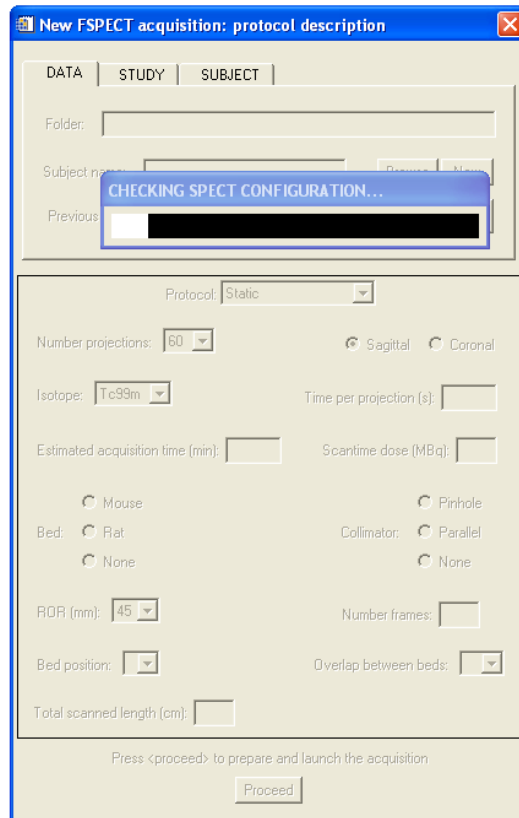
Comprobación existencia del proceso daq_SPECT arrancado desde la interfaz de adquisición.*
